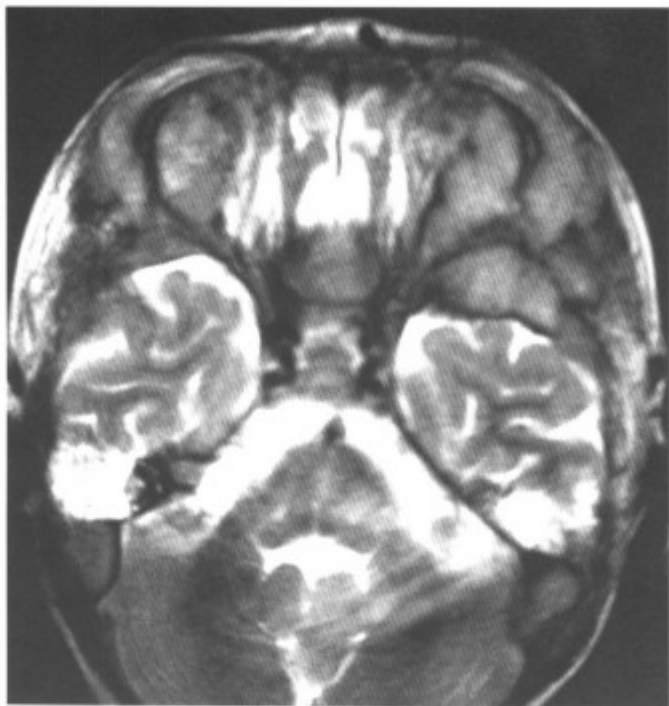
MRI-T₂WI 示双侧眶外侧肿物、中颅窝肿物，呈等信号，颅底骨质信号异常（同上病例）
